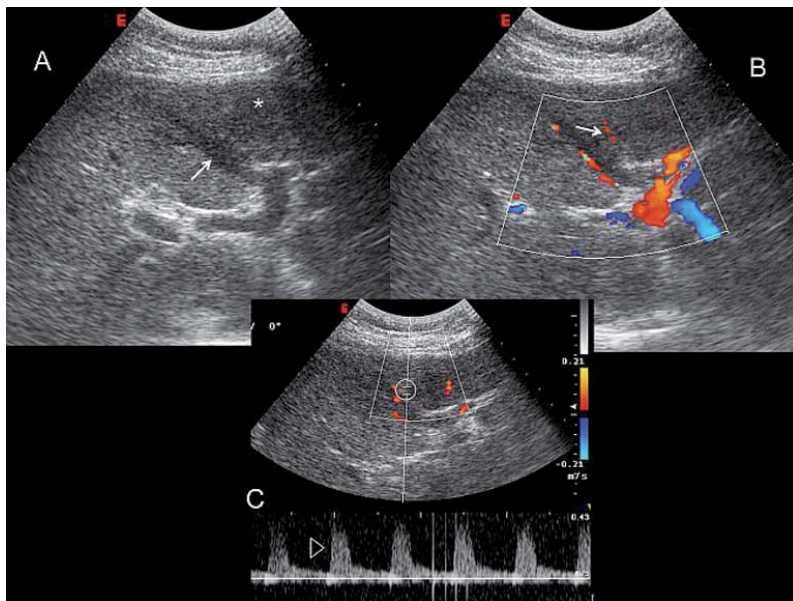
Die Diagnose einer neoplastischen Pfortaderthrombose kann durch Doppler-Sonografie einwandfrei erbracht werden. Der Pfortaderast zu Lebersegment 4, in der Nähe des hepatozellulären Karzinoms (A, Stern), erscheint mit echogenem Material angefüllt und die Venenwände sind nicht mehr erkennbar (Pfeil, A). Das Lumen erscheint im Vergleich zu einem weiter oberhalb gelegenen Abschnitt erweitert (der Thrombus wirkt raumfordernd). Die Farbdoppler-Sonografie zeigt eine durchgängige Portalvene des linken Leberlappens stromaufwärts (Abschnitt B), während sich von der Verzweigung an den Verschluss des Astes im Segment 4 bestätigt. Neu gebildete Tumorarterien, die das Karzinom ernähren, sind zu beobachten (Pfeil, B). Die Spektralanalyse der Doppler-Sonografie zeigt arterielle Signale innerhalb des Thrombus (Pfeilspitze in Abschnitt C) und beweist die neoplastische Genese.
